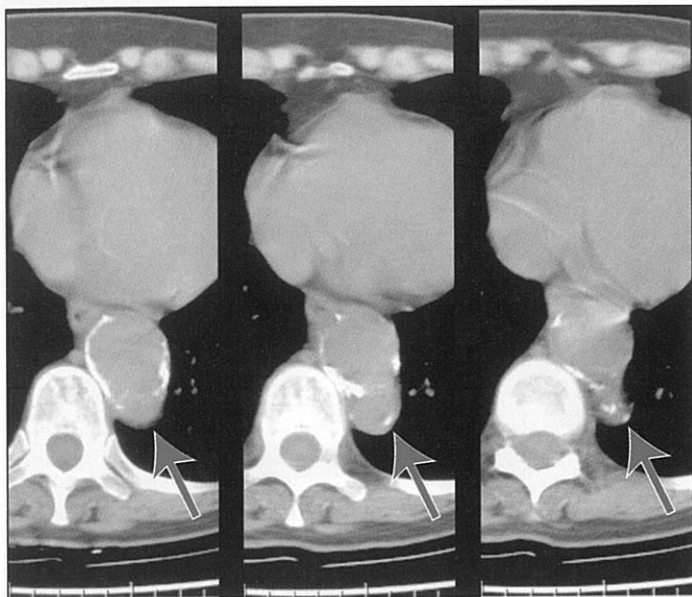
Imagine CT fără contrast a unui ulcer aortic penetrant în aorta descendentă (săgeți), demonstrând un contur evaginat, anormal al aortei în trei secțiuni. [Imagine folosită cu permisiunea Dr. Ernest Scalzetti, MD.]
